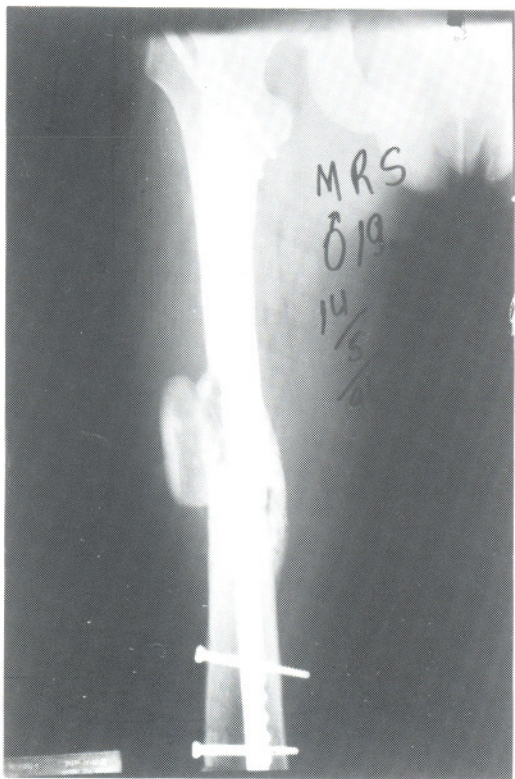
HIB: radiografia com consolidação.
